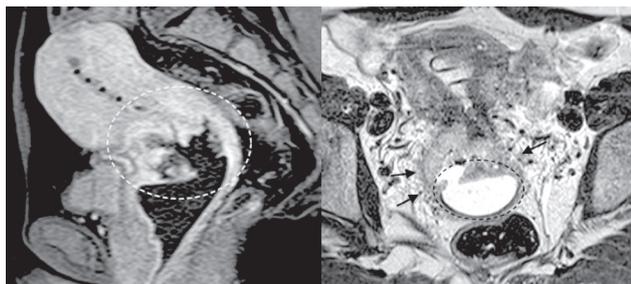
МР-томограммы органов малого таза у больной раком шейки матки при двойном контрастировании. Слева: постконтрастное T1 ВИ в сагиттальной проекции (выделена изъязвленная опухоль, гиперинтенсивная при внутривенном усилении и хорошо визуализируемая на фоне внутриполостного контрастирования влагалища раствором крахмала, имеющего низкую интенсивность сигнала. Справа: T2 ВИ в плоскости, параллельной цервикальному каналу (выделена контрастированная полость матки)
